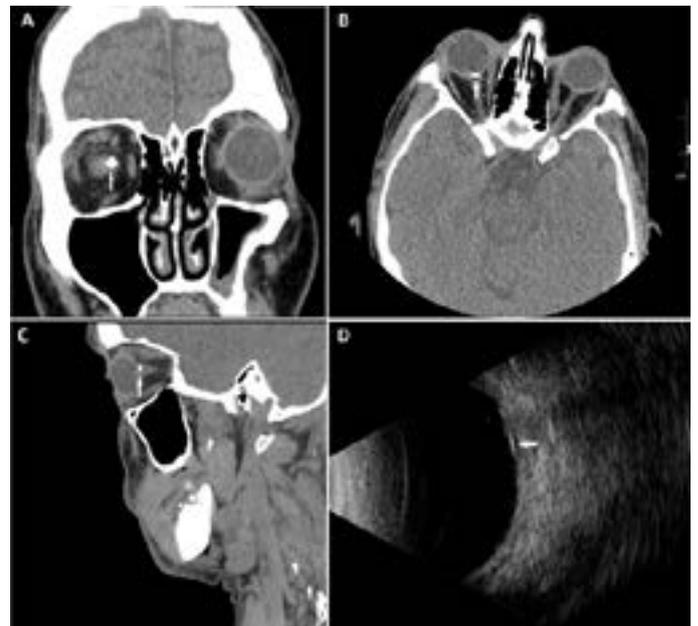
Tomografía computarizada orbitaria donde se muestra la presencia de cuerpo extraño (CE) hiperintenso (flecha) en porción intraocular del nervio óptico. A. Corte coronal. B. Corte axial. C. Corte sagital. D. Ecografía modo B donde se objetiva el CE (flecha) con sombra acústica posterior.
